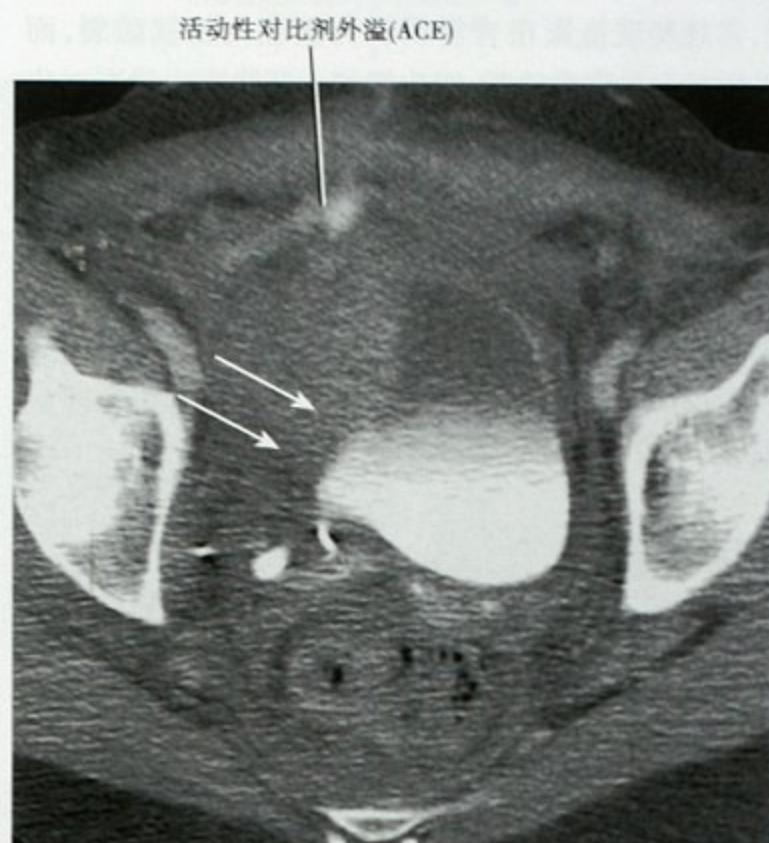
车祸患者,CT 增强检查显示盆腔右侧大的血肿,邻近膀胱壁增厚(白箭头显示膀胱外边缘)提示挫伤
